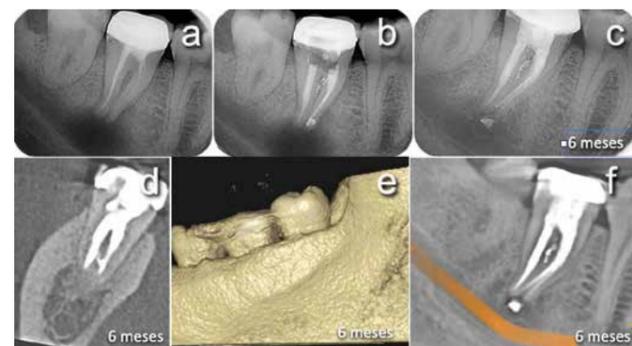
(a) Radiografía periapical del diente 4.7 preoperatoria. (b) Radiografía postoperatoria con el correcto sellado tridimensional del sistema de conductos. (c) Radiografía de control a los 6 meses donde podemos observar la reparación de tejidos periapicales. (d) Corte coronal del CBCT de control a los 6 meses del 47, con reparación ósea de la lesión periapical. (e) Reconstrucción volumétrica a los 6 meses con cortical lingual íntegra. (f) Corte sagital del CBCT de control a los 6 meses, con reparación de la lesión periapical.
